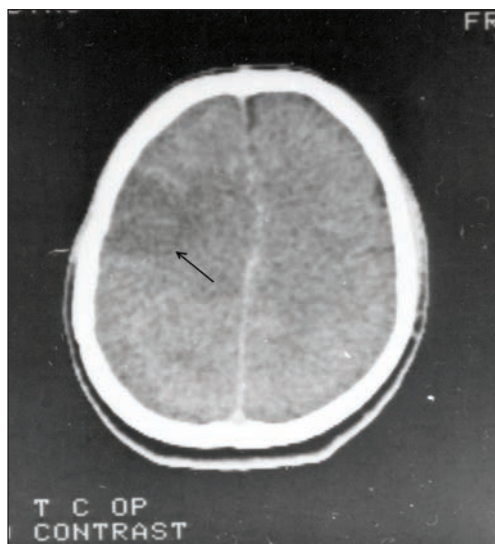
Astrocitom difuz – imagine CT. Tumora este relativ slab delimitată, hipodensă, fără priză de contrast.
